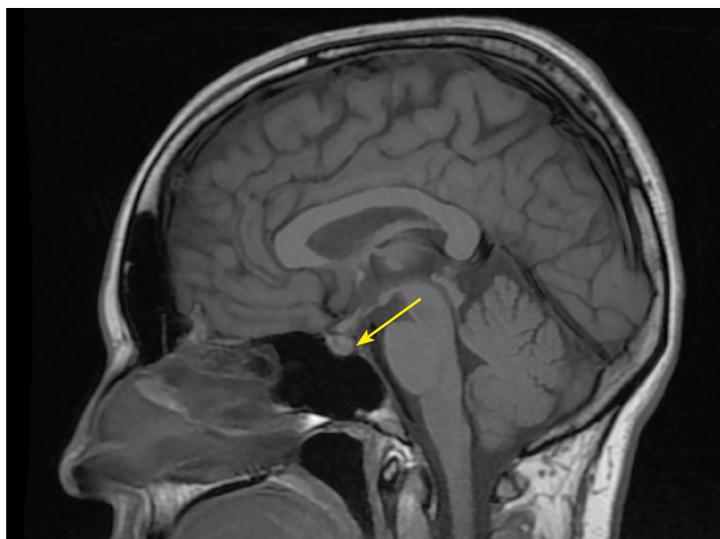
МРТ головы без контрастного усиления, T1-взвешенное изображение, сагиттальная проекция. Нейрогипофиз не дифференцируется (изменения указаны стрелкой).
